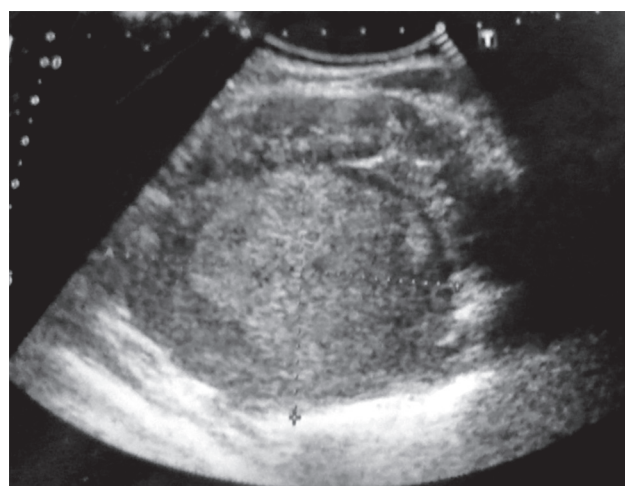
Examenul ecografic neuroblastomului suprarenalei.
